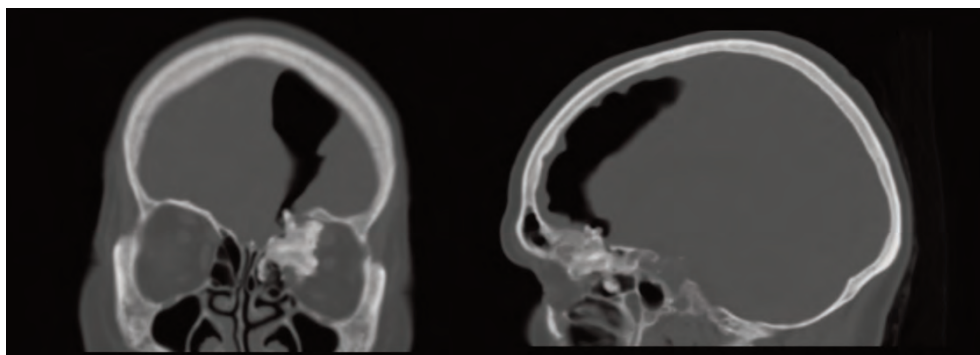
TC Facial/Senos. A la izquierda se muestra un corte coronal y a la derecha un corte sagital. En ambos se objetiva importante neumooencéfalo frontal izquierdo con efecto masa sobre el parénquima cerebral adyacente y repercusión sobre línea media. Además, se observa lesión de morfología polilobulada y exofítica, esclerosa, dependiente de etmoides izquierdo y paredes internas orbitarias ipsilateral, condicionando un desplazamiento externo del glóbulo ocular homolateral.
